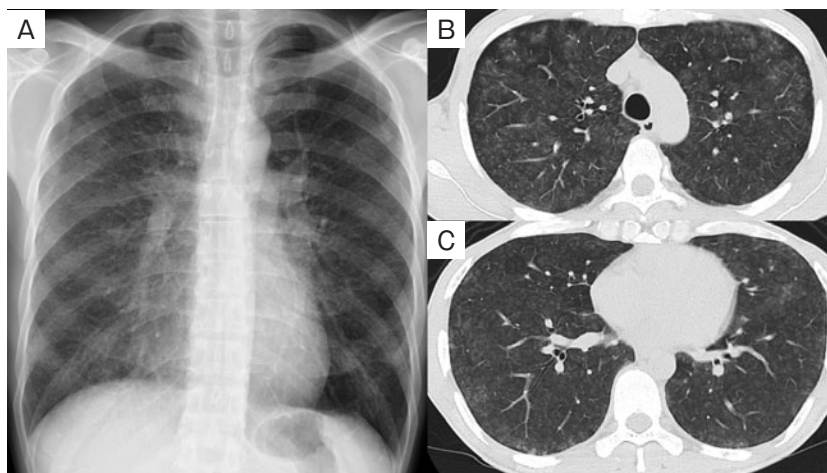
入院時画像所見。(A) 胸部単純X線写真では、両側肺野にびまん性の微細粒状影を認めた。(B, C) 胸部CTでは、両側肺野にびまん性にすりガラス陰影、斑状影、小葉中心性の微細粒状影を認めた。
